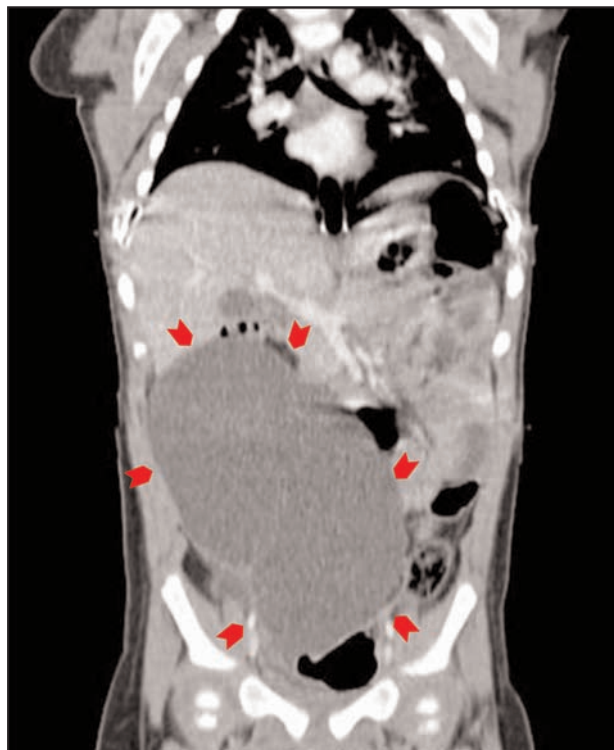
Tomografia computada abdominal que mostra la presència d'una massa abdominal que desplaça les nanses abdominals.
